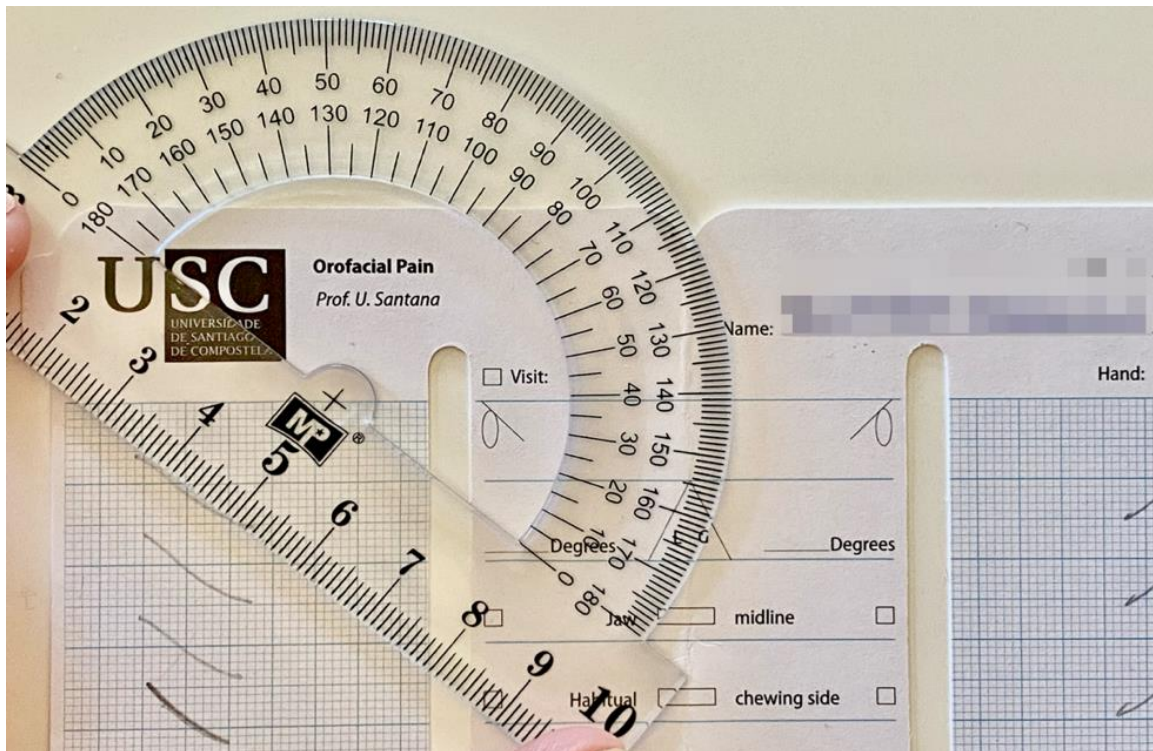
Medida del ángulo de la TC derecha realizada por el primer observador con goniómetro. En este caso, el ángulo de la TC es de 39°.
